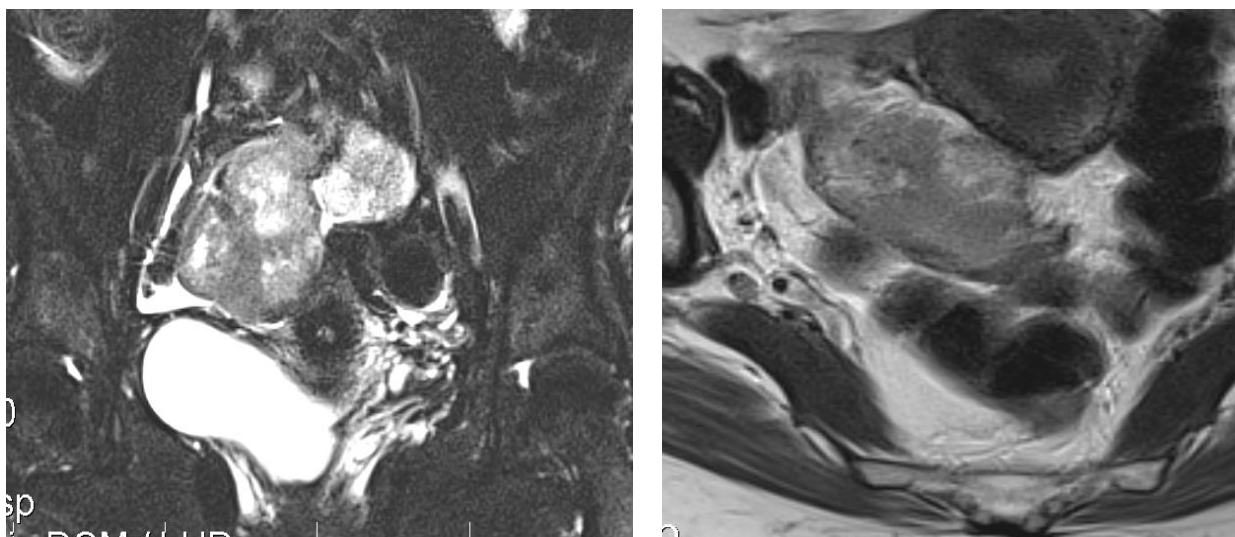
МРТ. Т2-ЗЗ з пригніченням жиру. Цистаденокарцинома правого яєчника неоднорідної структури, без чітких меж, спаяна з прилеглими петлями тонкої кишки. Асцит.
